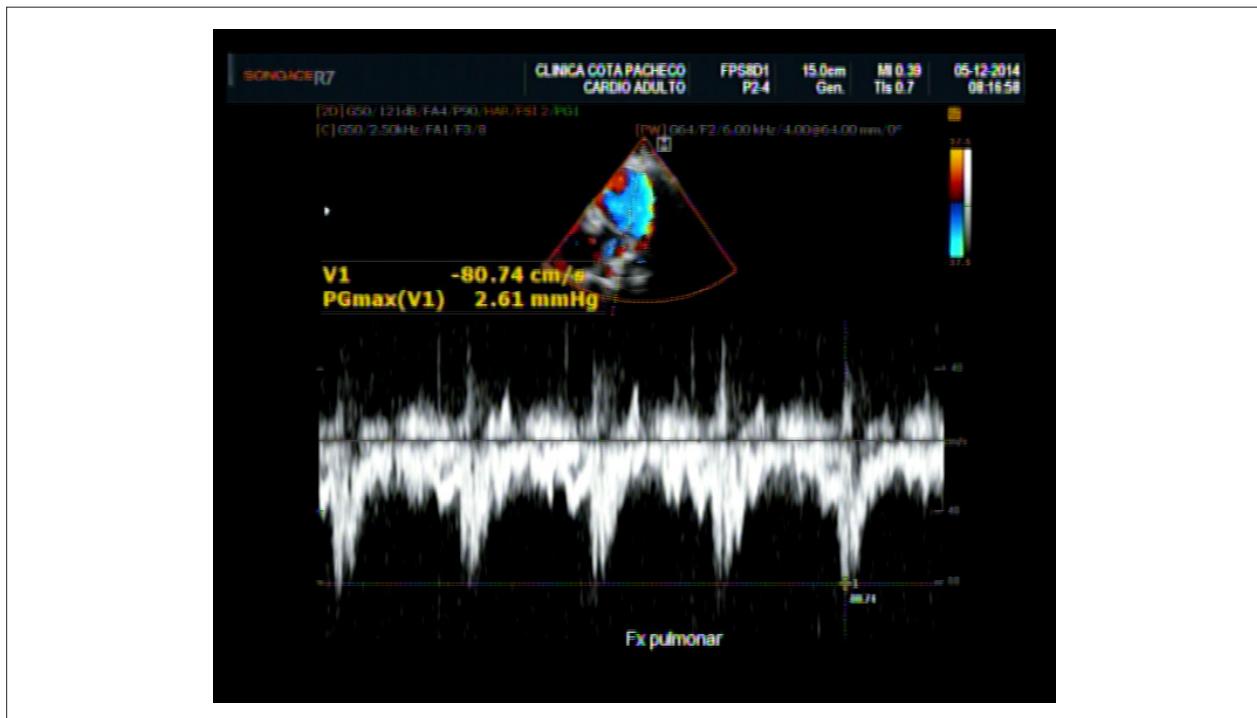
Doppler espectral em valva pulmonar mostrando ausência de gradiente sistólico patológico e discreta turbulência. Fluxo pulmonar (Fx pulmonar).
